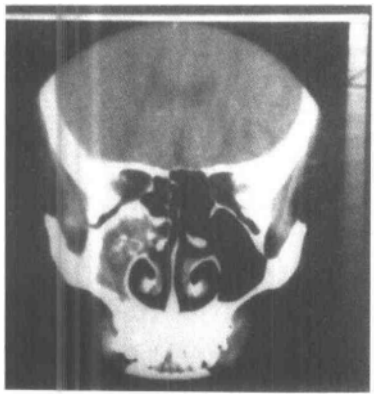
~c 真菌性上颌窦炎的 CT 表现。冠状面 CT 扫描示上颌窦内软组织影, 其内上区伴高密度钙化, 内侧壁破坏, 伴骨壁增生硬化。
